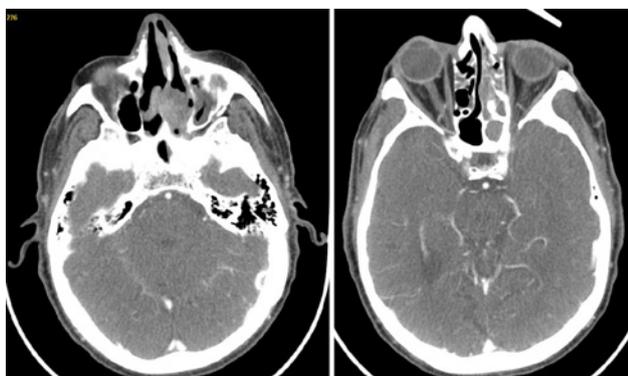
TAC de la recidiva tumoral. A la izquierda tumoración en fosa nasal izquierda, con erosión de tabique e invasión de fosa nasal derecha. A la derecha ocupación de etmoides y esfenoides izquierdos.
